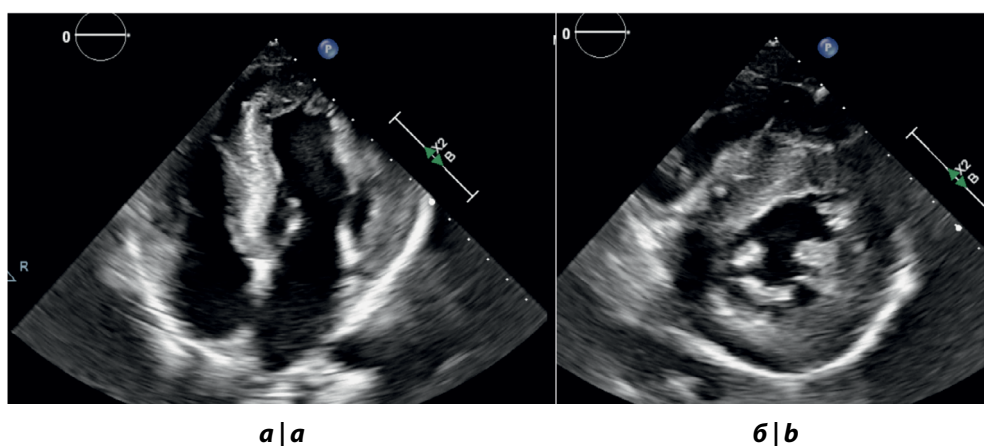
Трансторакальная эхокардиография пациента Т.
